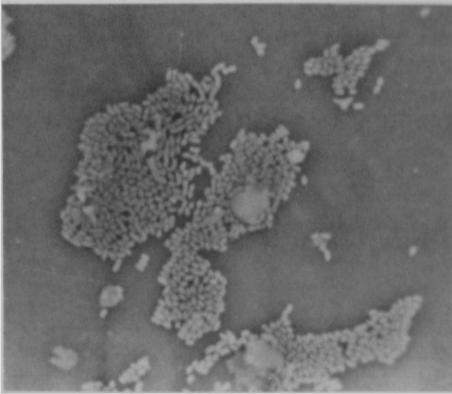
TK-156 strain, CTRX 0.006 $\mu\text{g/ml}$, 3 hr
